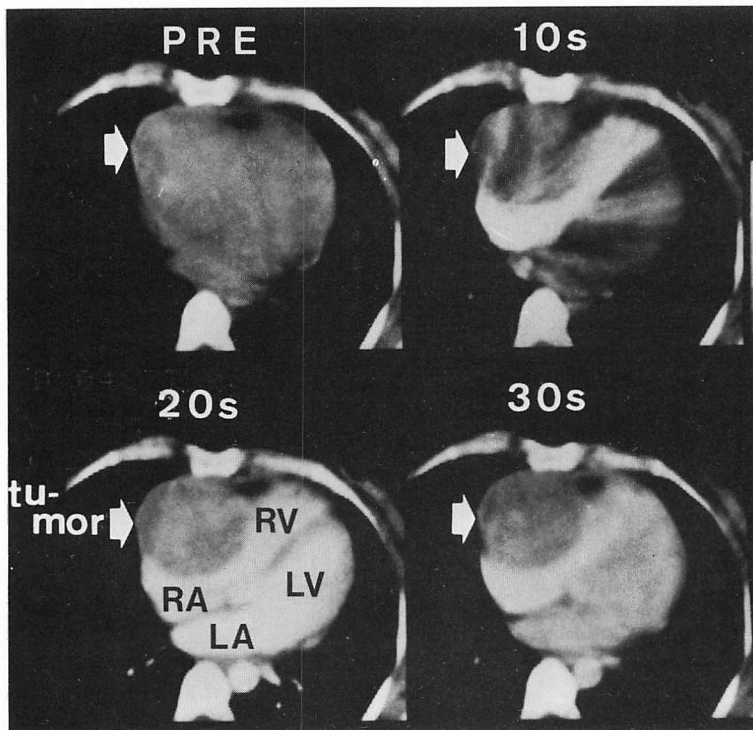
Dynamic cardiac computed tomograms.
